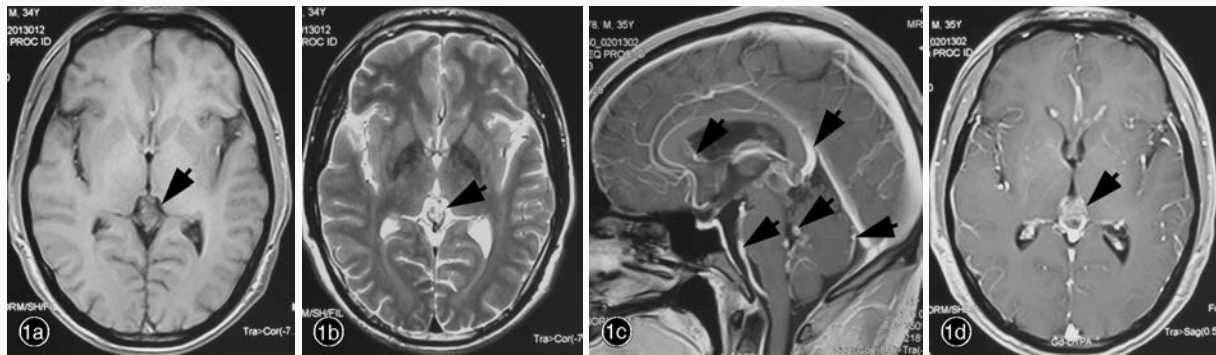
头部MRI检查所见 1a 横断面T<sub>1</sub>WI显示松果体区低信号(箭头所示) 1b 横断面T<sub>2</sub>WI显示松果体区高信号(箭头所示) 1c 矢状位增强T<sub>1</sub>WI显示,胼胝体、第四脑室周围、中脑导水管、左侧小脑和脑桥腹侧不均匀强化(箭头所示) 1d 横断面增强T<sub>1</sub>WI显示松果体区病灶均匀强化(箭头所示)
